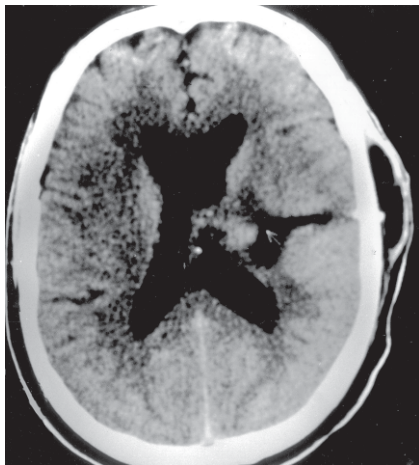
TC mostrando trajeto fistuloso, do ventrículo lateral esquerdo até parte externa do osso parietal onde há cisto hipodenso compatível com líquido cefalorraquiano.
